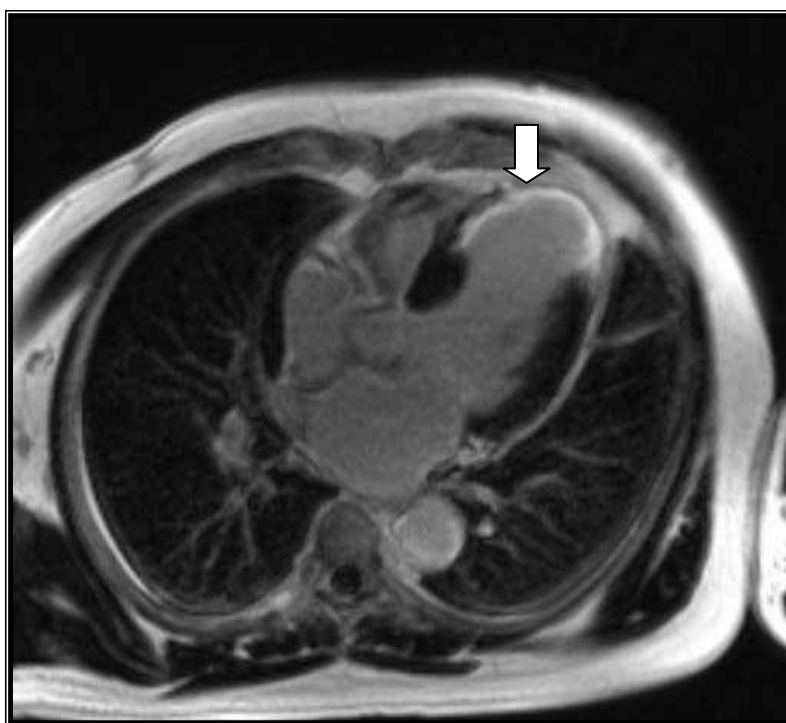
IRM cardiaque montrant un rehaussement tardif sous endocardique en apical en faveur d'une ischémie myocardique
